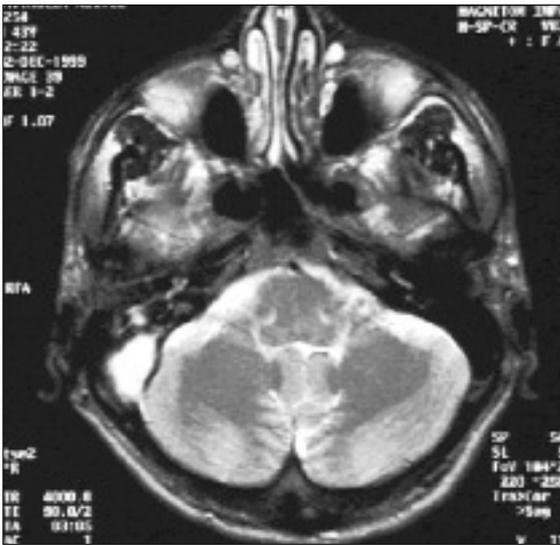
Resonancia magnética potenciada en T2 con imágenes sugestivas de flebitis y trombosis del seno lateral derecho.
